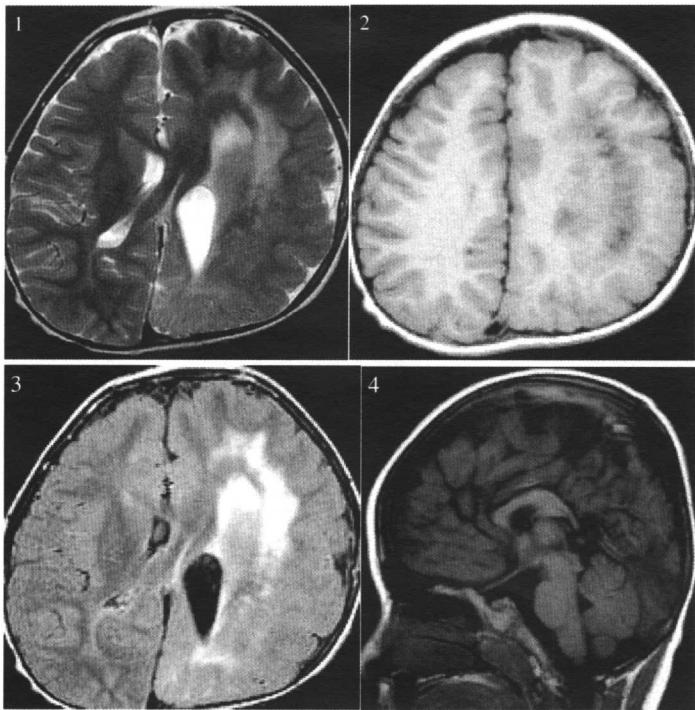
~3 头颅MRI（依次为轴位T2WI、T1WI、T2 Flair）：左侧宽大巨脑回，脑白质内异常信号及扩张的左侧脑室后角。
